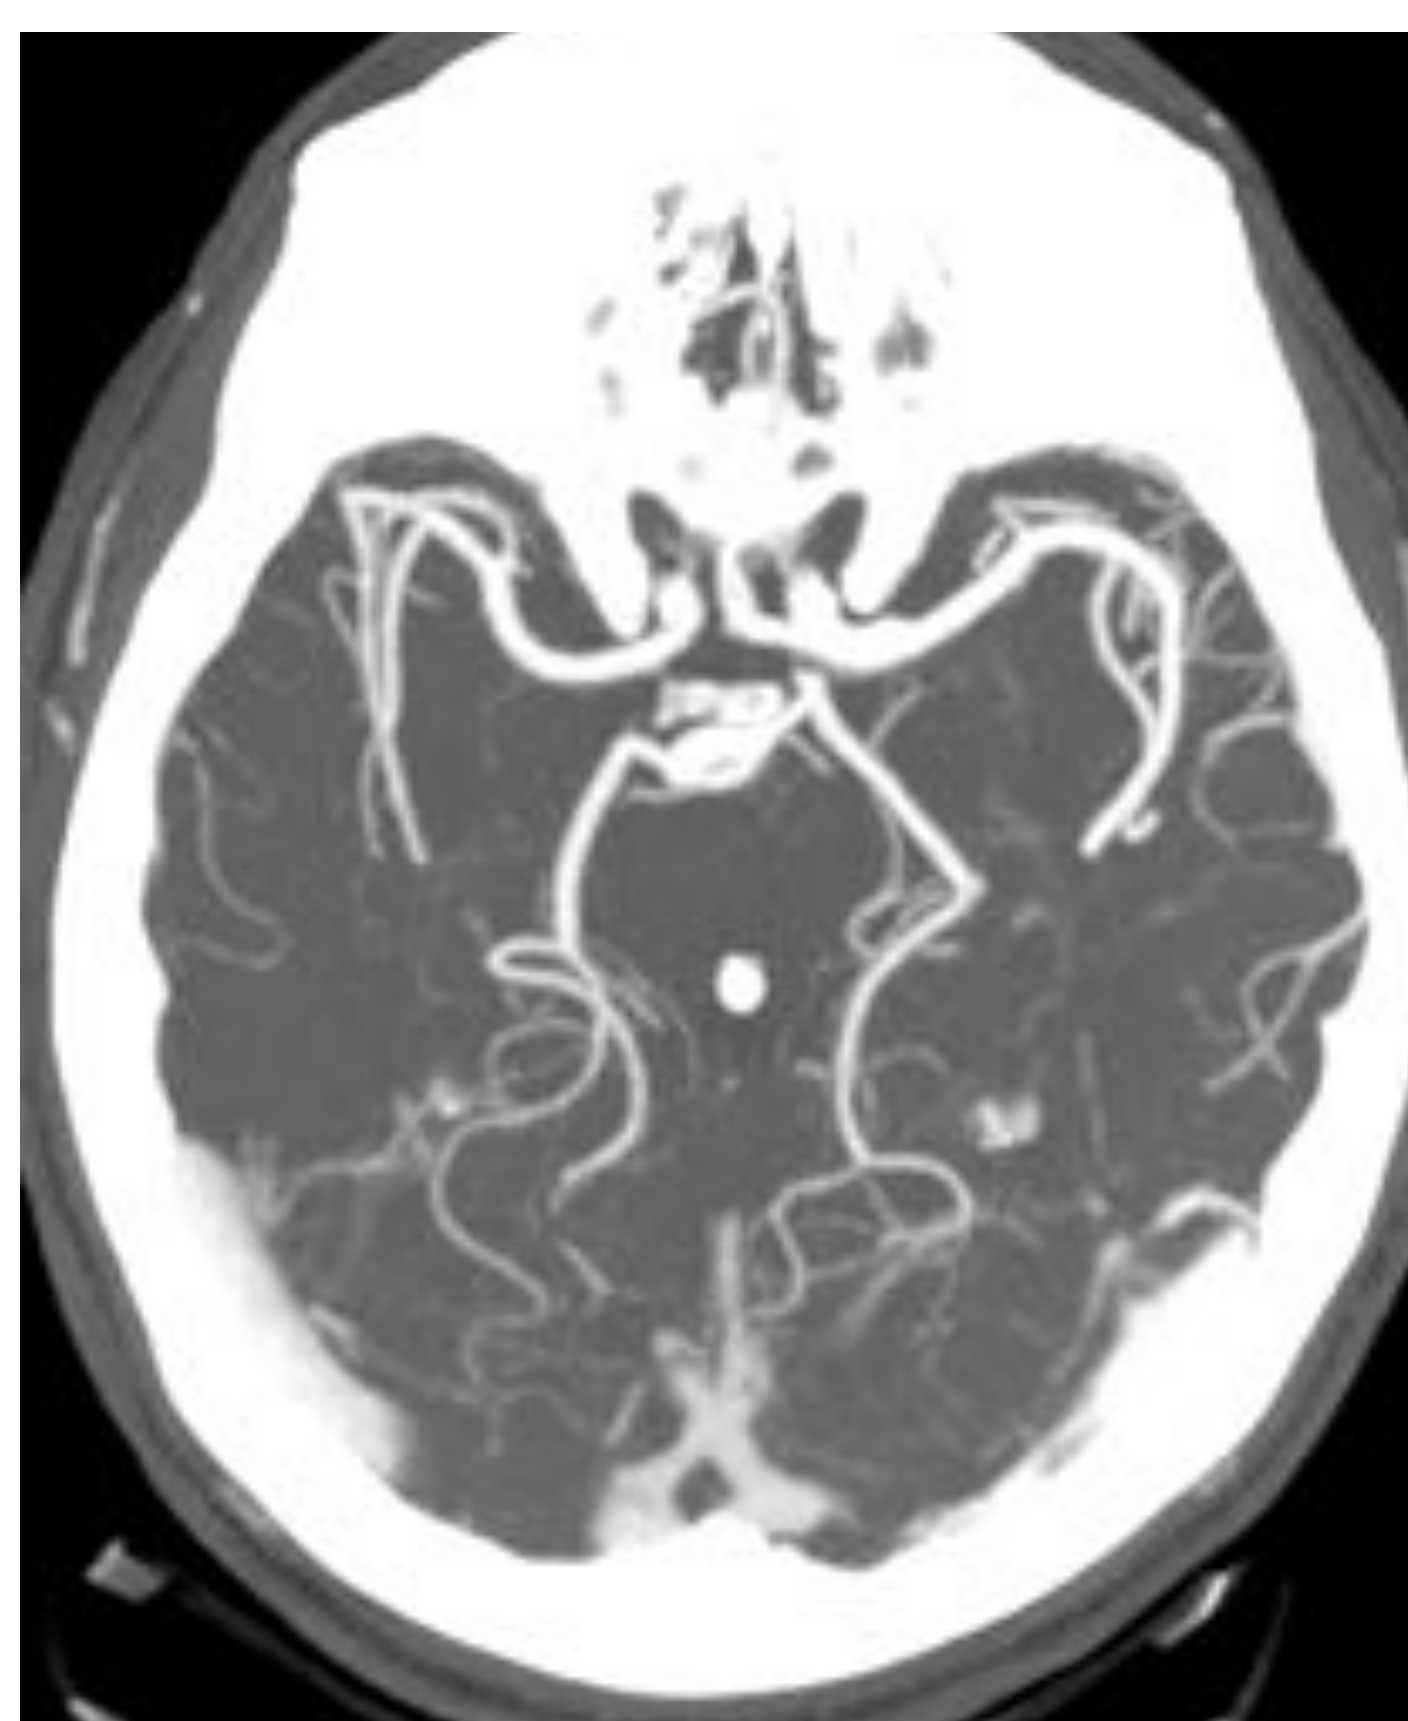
Cambios de leucopatía e infarto lacunar crónico en ganglios de la base izquierdos, sin lesiones hemorrágicas agudas. Puntuación de escala ASPECTS de 10. Se identifica cierto aumento de la vascularización hemisférico izquierdo.
